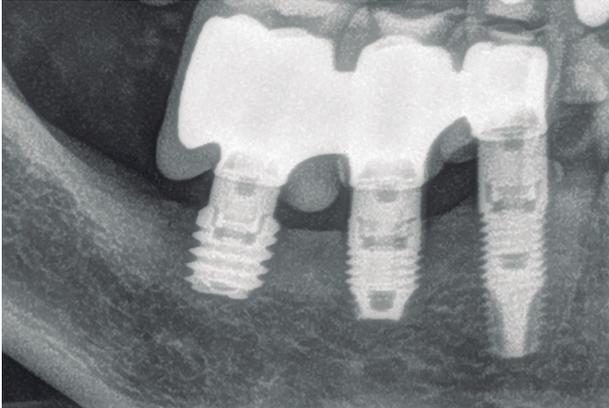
Radiografía a los tres años de seguimiento sin pérdidas óseas asociadas tanto en el tercer como en el cuarto cuadrante.
